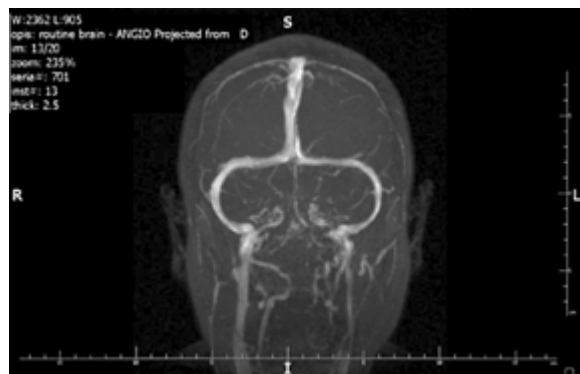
Przypadek 1. Angiografia rezonansu magnetycznego głowy — brak sygnału z zatoki poprzecznej lewej, żyły szyjnej lewej w górnym odcinku oraz zwężenie zatoki esowatej
